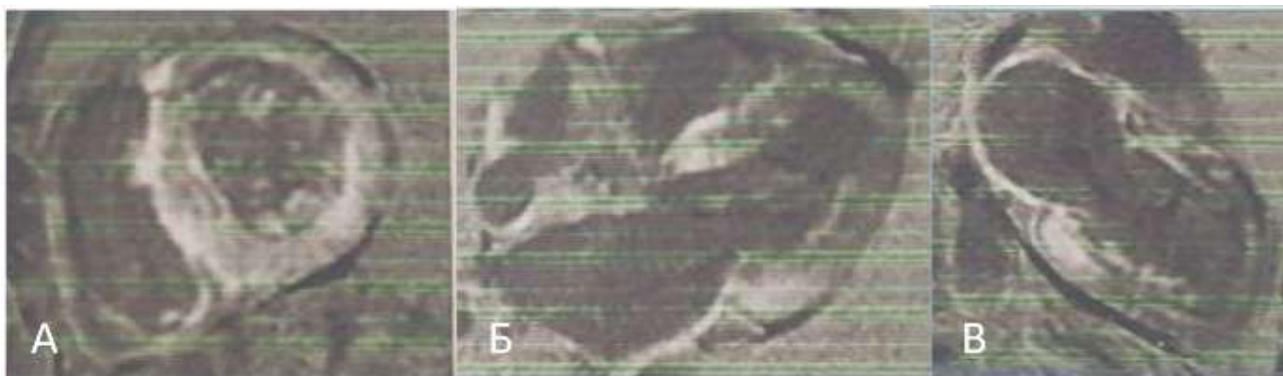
Данные МРТ сердца с контрастным усилением сестры больного К.
